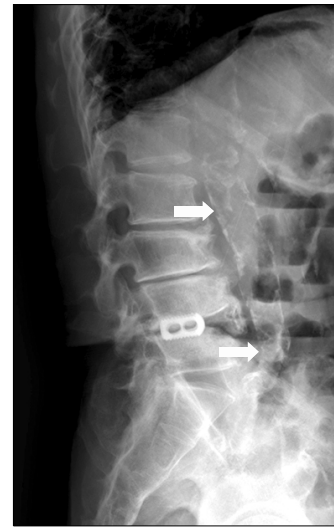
Plain lumbar spine X-ray showing vascular calcification (white arrow).
